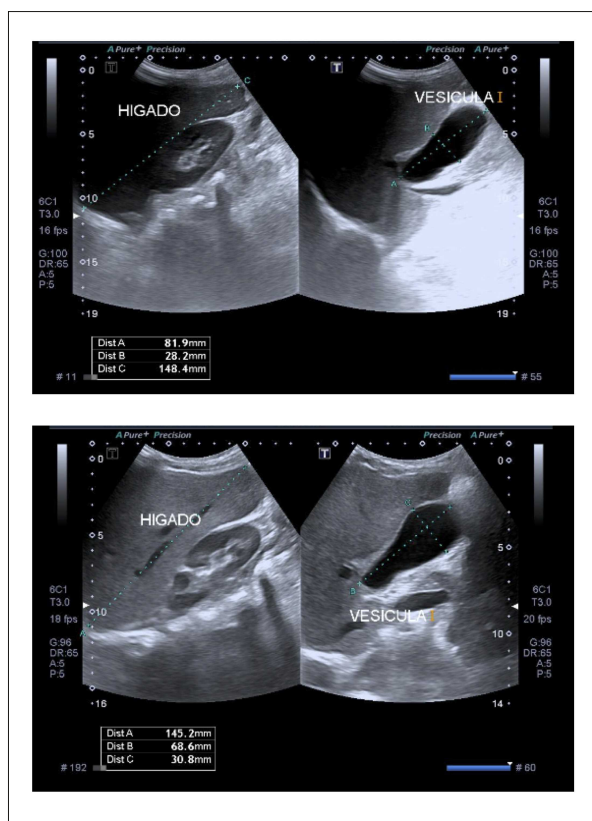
Ecografía abdominal que muestra la hepatomegalia
